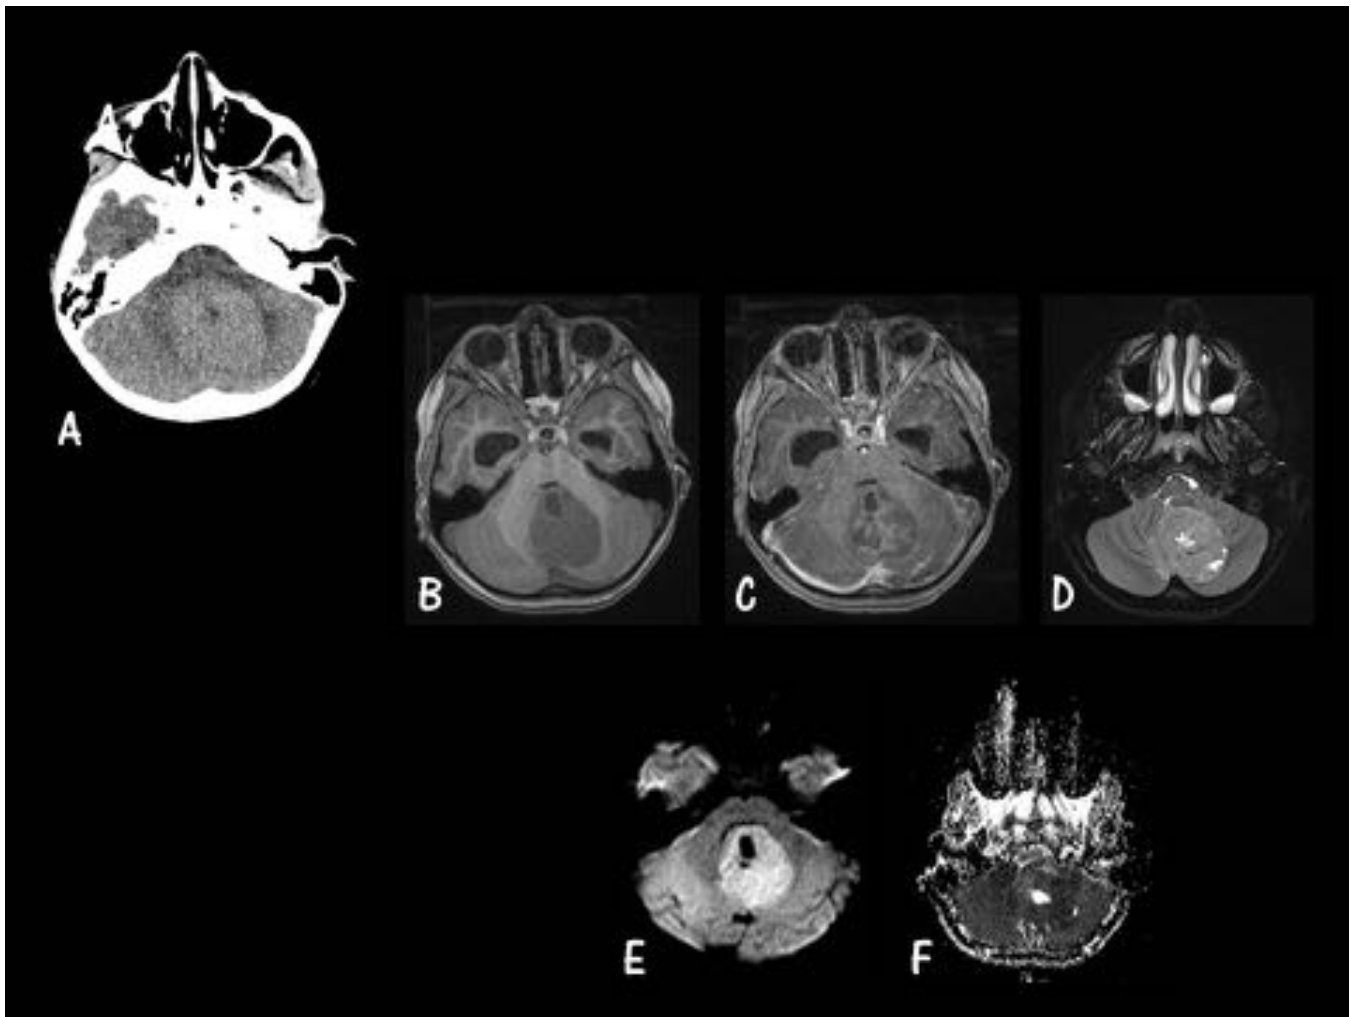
MB TÍPICO. Caso 1. Parte A. Imágenes axiales. A. Tomografía Computarizada (TC) sin Contraste Intravenoso (CIV). B. Secuencia potenciada en T1 sin Gadolinio (GD). C. T1 post-contraste. D. T2 con saturación de la grasa (FS = Fat Sat). E. Difusión. F. Coeficiente de Correlación Aparente (ADC). Masa densa redondeada en fosa posterior, a nivel de la línea media, dentro del IV ventrículo. No presenta realce tras la administración de CIV y restringe en el estudio de difusión.
